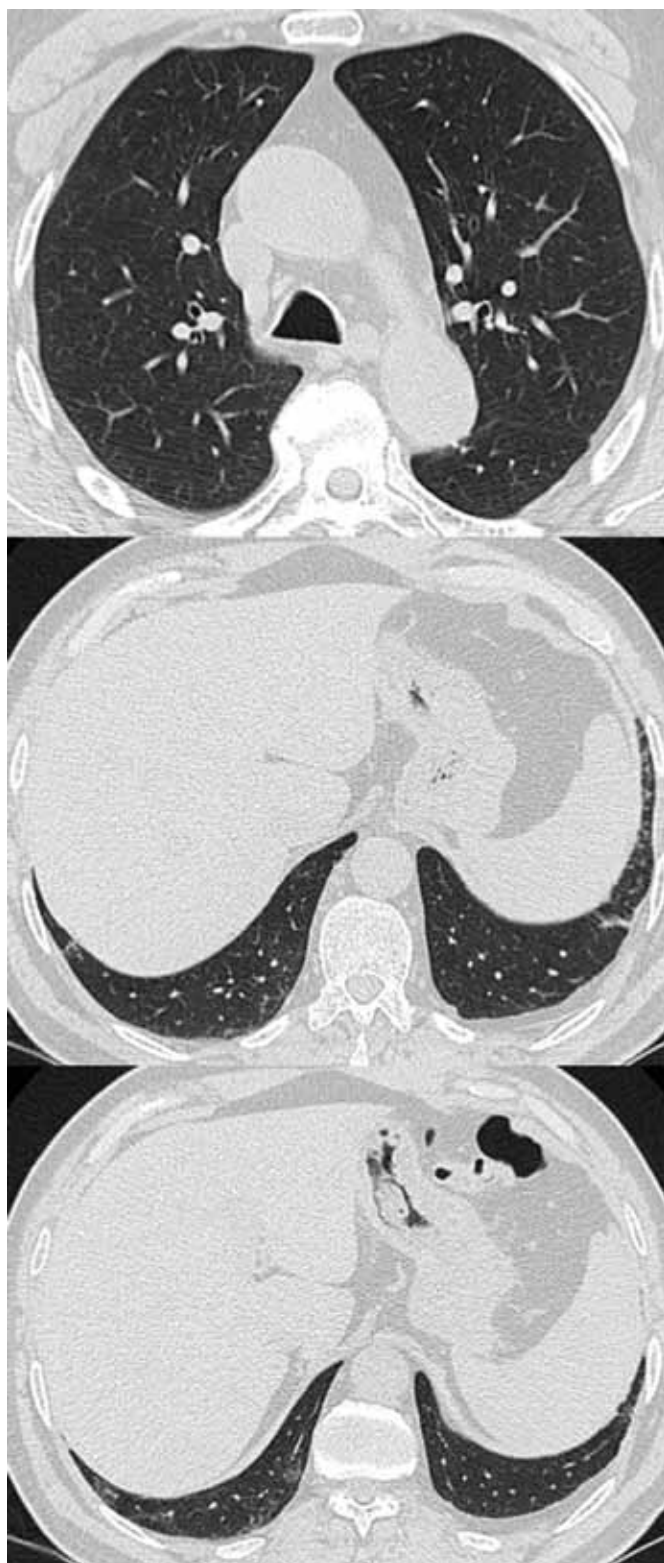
TC torácica três meses após tratamento. Normalização das lesões.
